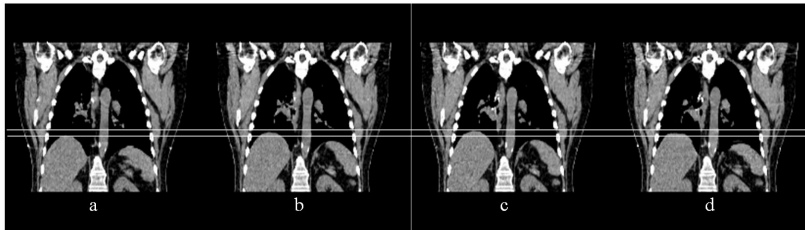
Coronal reconstructions of lungs during free breathing, using 4D-CT. Four of the ten available phases are represented. Phases 0%, 20%, 50% and 70% of the breathing cycle, corresponding to end-inspiration, mid expiration, end-expiration, and mid inspiration respectively (figure a, b, c and d). The white horizontal lines highlight the maximum amplitude of the diaphragm in superior-inferior direction.
